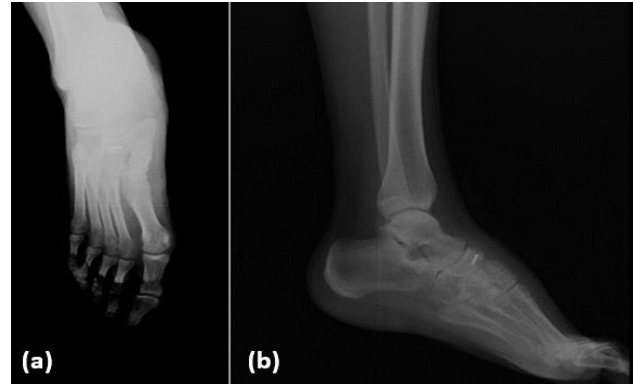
Ameliyat sonrası sağ ayak AP-Lateral X-ray görüntüleri
